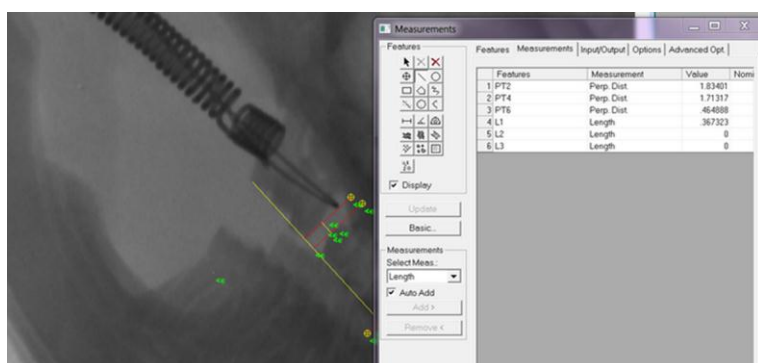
Measurement of tooth movement through micro CT x-rays.
